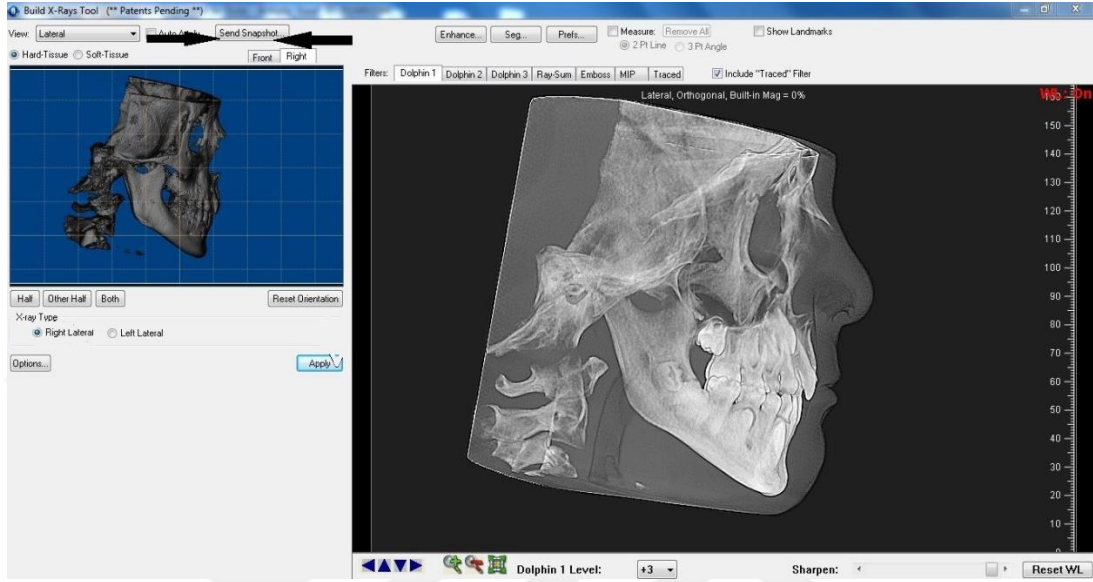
Ekrandaki “Build X-Ray” sekmesi seçilir
